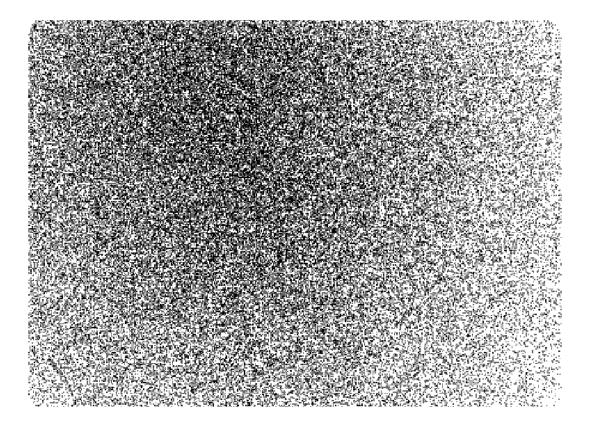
Imagen en gammacámara con colimador LEHR y fuente de FDG en posición de paciente en reposo
